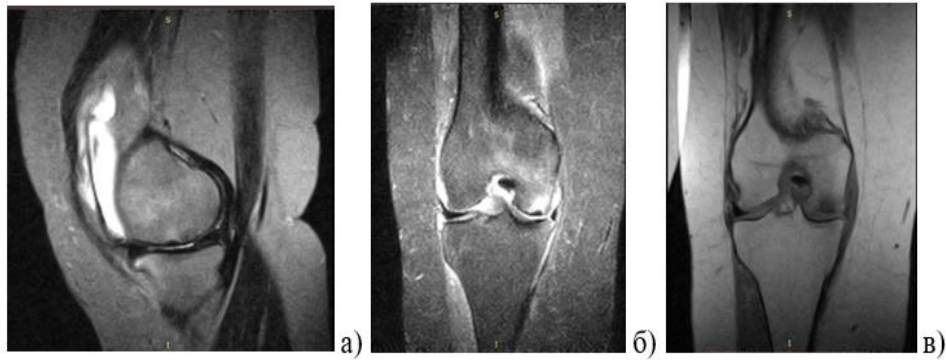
(а-в) – МРТ правого колінного суглоба пацієнтки 52 років з асептичним некрозом медіального виростка стегнової кістки, Ficat 1, до лікування за допомогою регенеративних технологій
